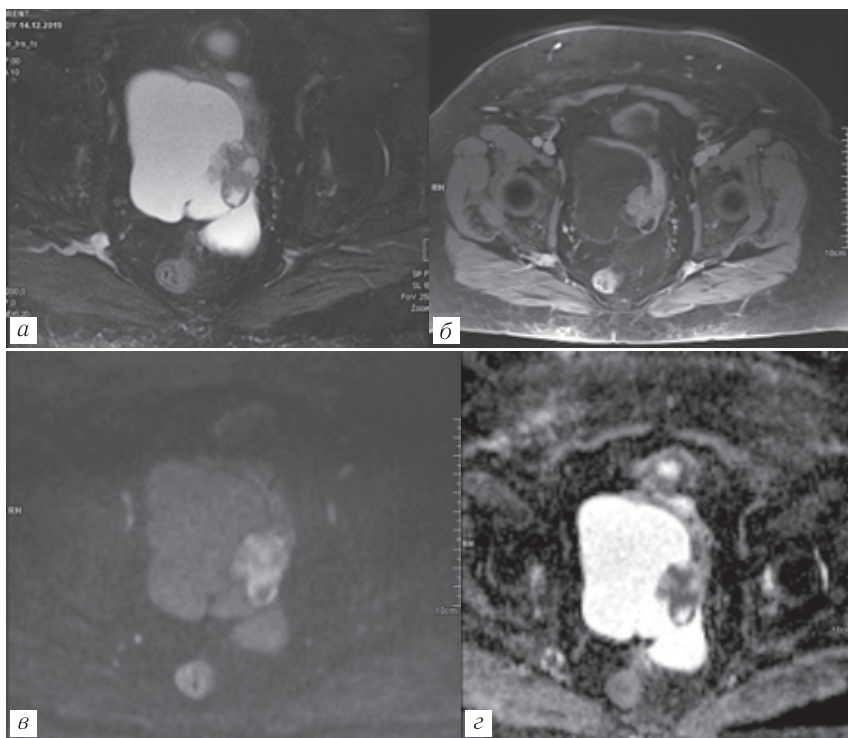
Кистозно-солидное образование яичника. Т2-ВИ (а). Сплошная часть имеет высокий МР-сигнал на ДВИ (б), на АДС-картах (в) — признаки рестрикции диффузии. После внутривенного контрастирования сплошная часть образования демонстрирует III тип динамической кривой (красный цвет) (г). Желтым цветом маркирована кривая накопления парамагнетика миометрием, пунктирной линией в лейомиоме. Серозная цистаденокарцинома яичника
